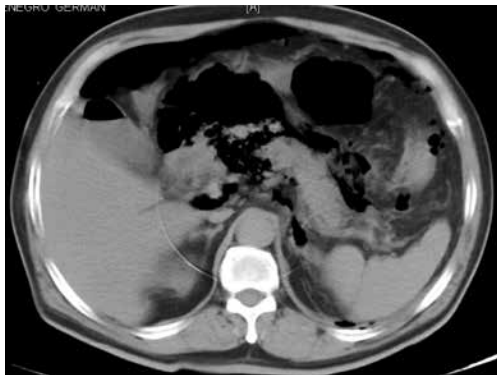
TC multicorte sin contraste: neumoperitoneo, neumobilia y edema de la grasa peripancreática.
